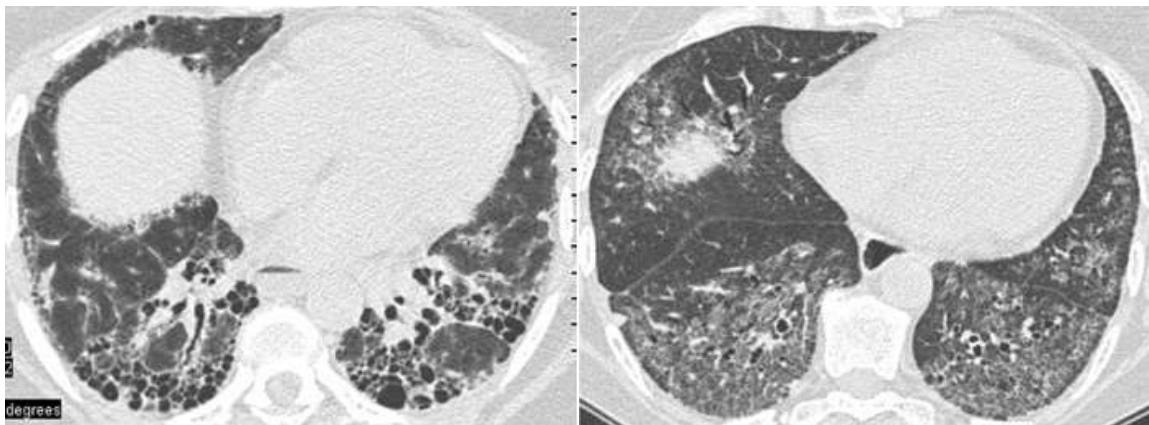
HRCT (High resolution computed tomography) Pneumopathie interstitielle diffuse
